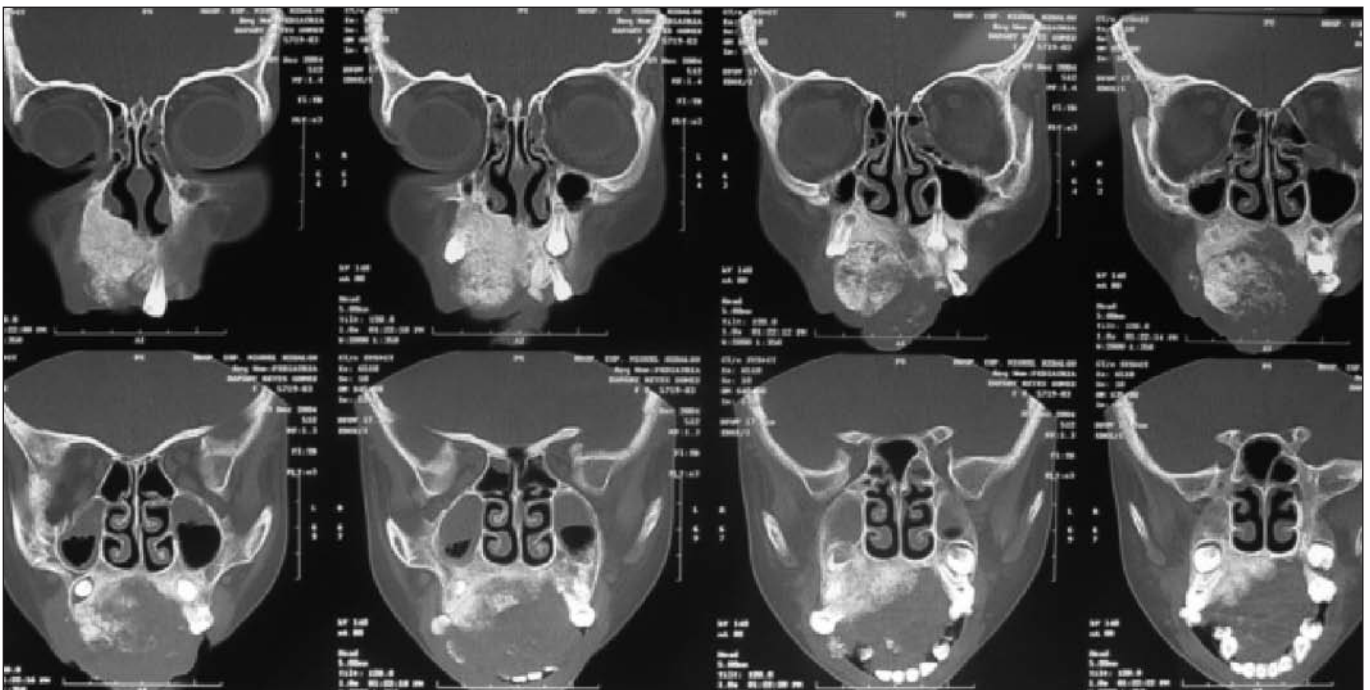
TAC. Tumoración de 9 x 7 cm predominante en maxila derecha, paladar duro y piso nasal derecho.
